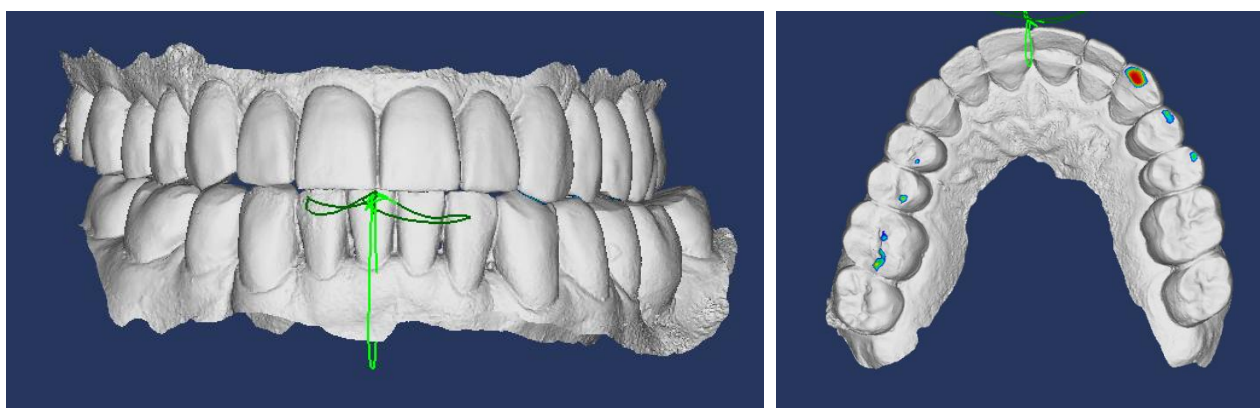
STL модели в положении левой латеротрузии, наличие контактов на балансирующей стороне на зубах 1.4, 1.5, 1.6
